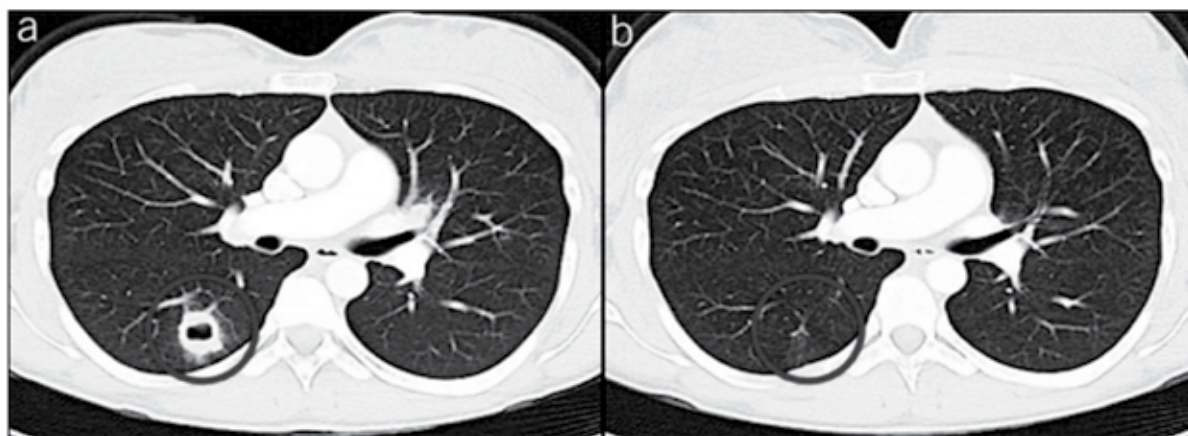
CT of the lung showing the largest of multiple pulmonary nodules. This nodule was located in the apical region of the right lower lobe measuring 2.1×1.9 cm and had the morphological aspect of a thick-walled cavern (a, red circle). CT of the same region after 17 months of ustekinumab maintenance therapy shows that the lesion has completely resolved (b, red circle). CT, computed tomography.
